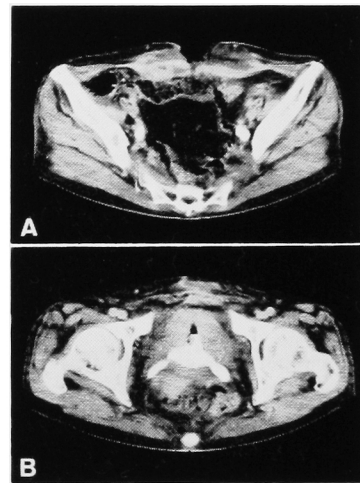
(A) Abdominal CT scan of case 1. Subcutaneous abscess perforates at the center of the abdominal wall. (B) Active phlegmone in the Retzius space.
